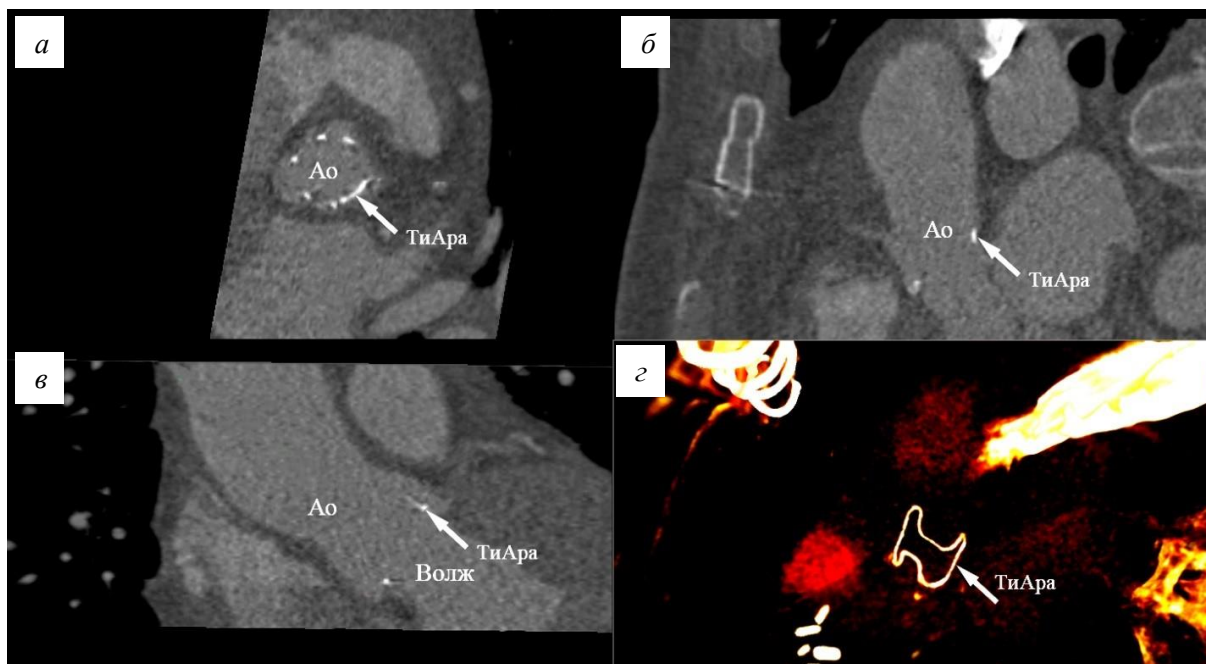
Пример МСКТ-данных одной фазы сердечного цикла, на основе которой проводили трехмерную реконструкцию геометрии исследуемого биопротеза: а, б, в – плоскости данных; г – трехмерные реконструкции проволочного компонента протеза «ТиАра» (обозначено стрелкой)
